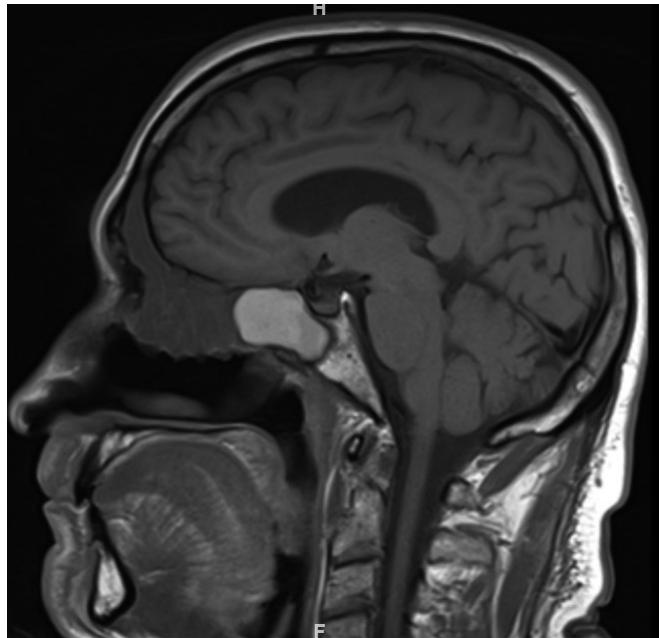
МРТ головного мозга и придаточных пазух через восемь месяцев после начала лечения
